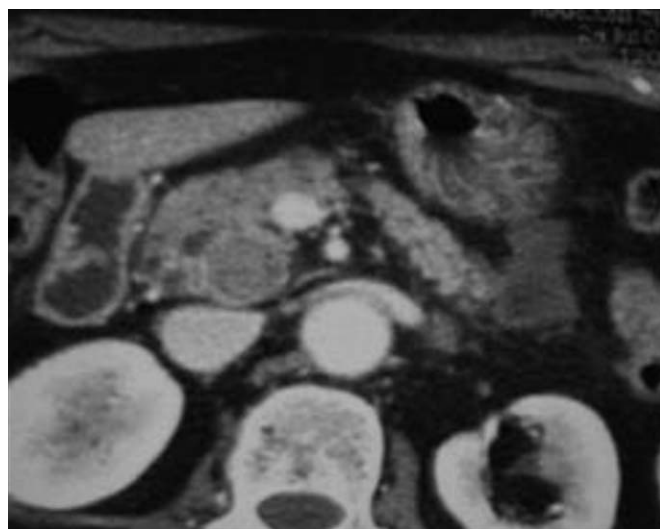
TIPMP dégénérée d'un canal secondaire. Carcinome *in situ*. TDM. Bourgeon à l'intérieur d'un canal secondaire céphalique.
